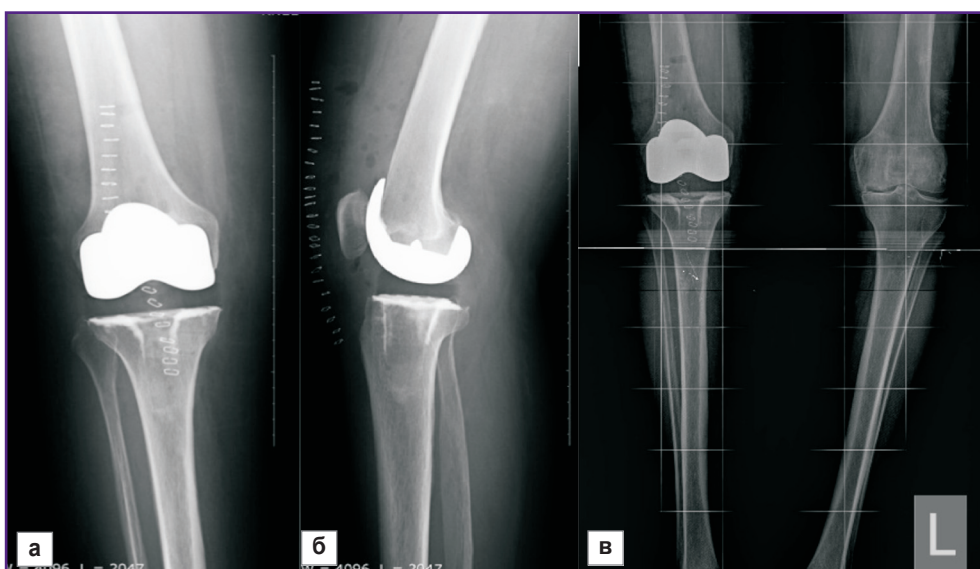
Рентгенограммы после тотального эндопротезирования правого коленного сустава с использованием индивидуальных направителей:
